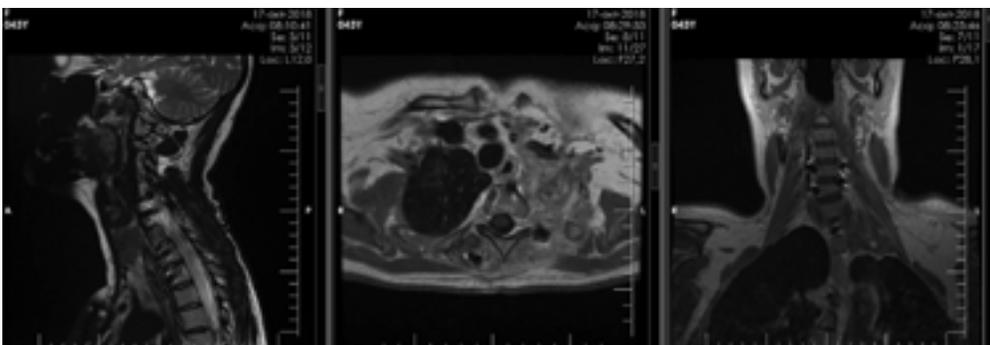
Контроль МРТ шейного отдела позвоночника через 5 мес. после оперативного лечения
